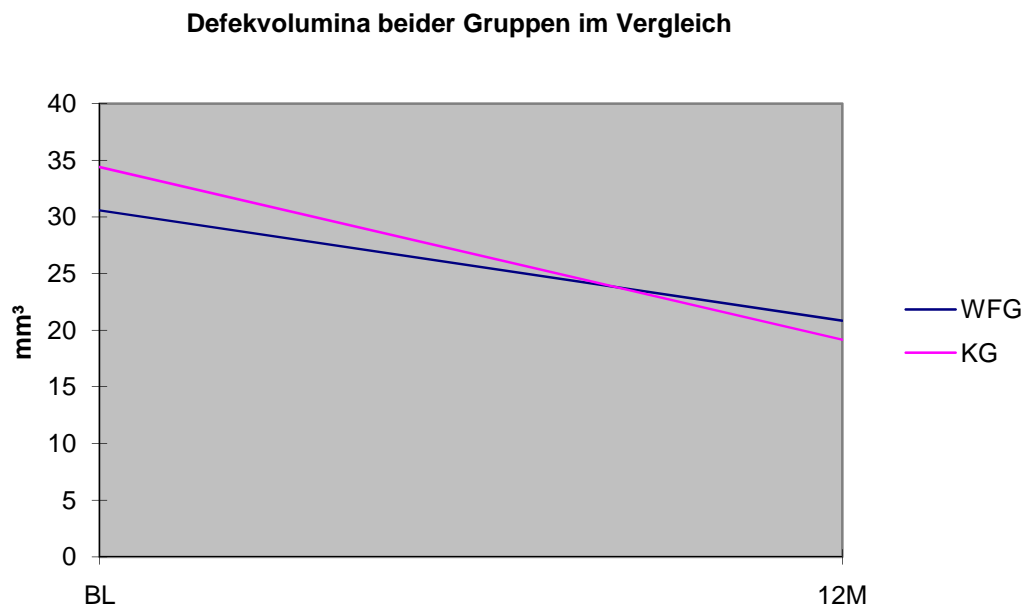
Röntgenologische Defektvolumina der Wachstumsfaktorengruppe (WFG) und der konventionell versorgten Gruppe (KG) im Vergleich. Dargestellt sind die Defektvolumen der Wachstumsfaktorengruppe und der konventionell versorgten Gruppe im Vergleich zu den Messzeitpunkten in der Baselinephase (BL) sowie 12 Monate nach der Operation (12M), (n = 31).
